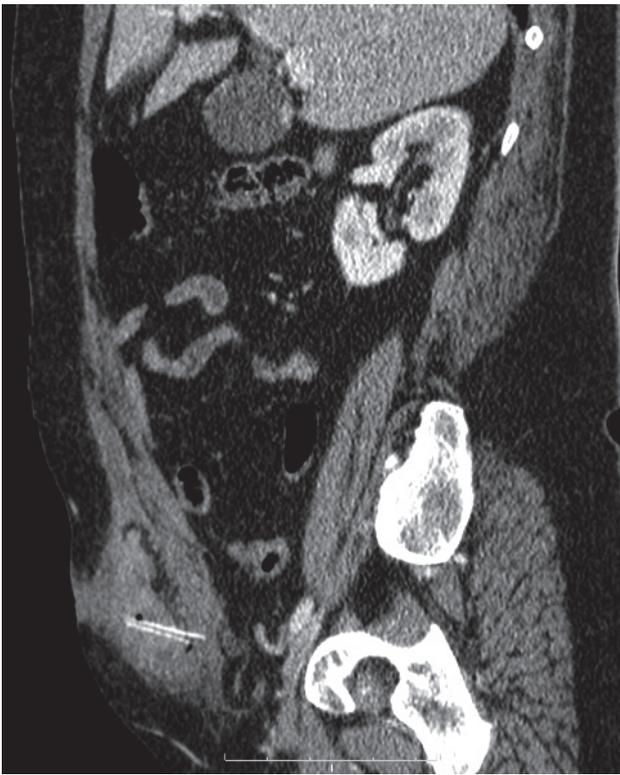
Corte sagital de TAC de abdomen y pelvis, que muestra en asa herniada trozo blanquecino de cuerpo extraño con un lumen en medio de asa herniada.
